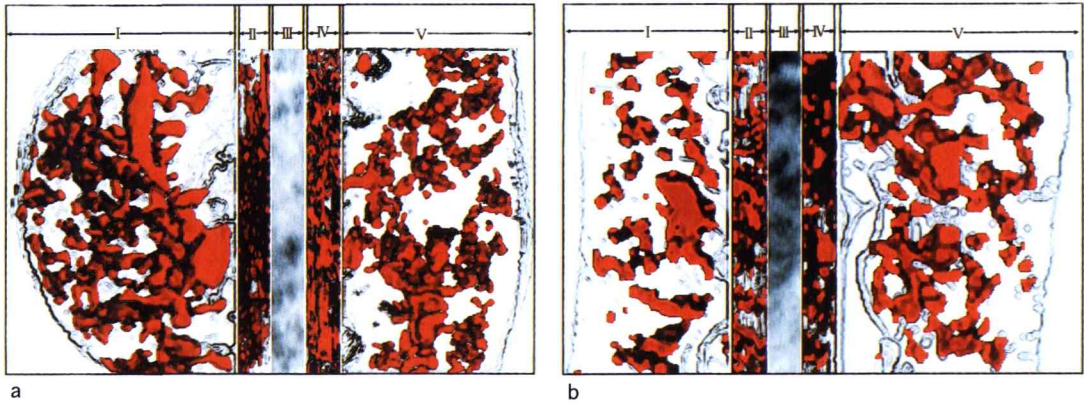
Comparison between the CG 3-D reconstruction of the nutrient canal and the radiography on Sample 3
